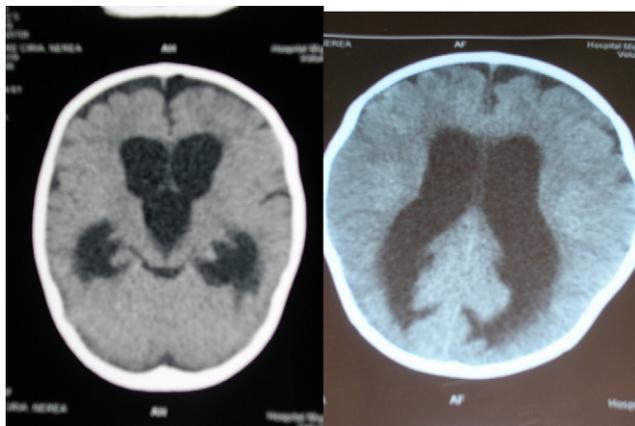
Tomografía axial computarizada al ingreso.
